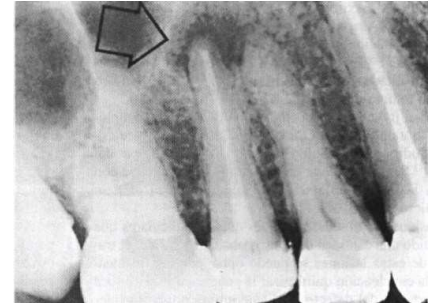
Cicatriz periapical. Lesión periapical que ha ido disminuyendo tras el tratamiento conservador del conducto radicular. Imagen tomada de (Wood/ 5 ed).
